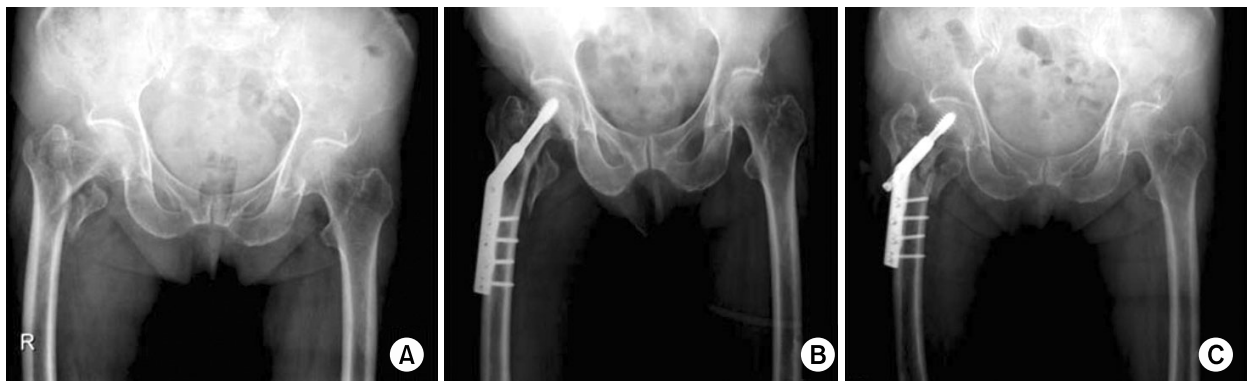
(A) Initial radiograph shows the right femoral unstable intertrochanteric fracture of AO type A2.2.
